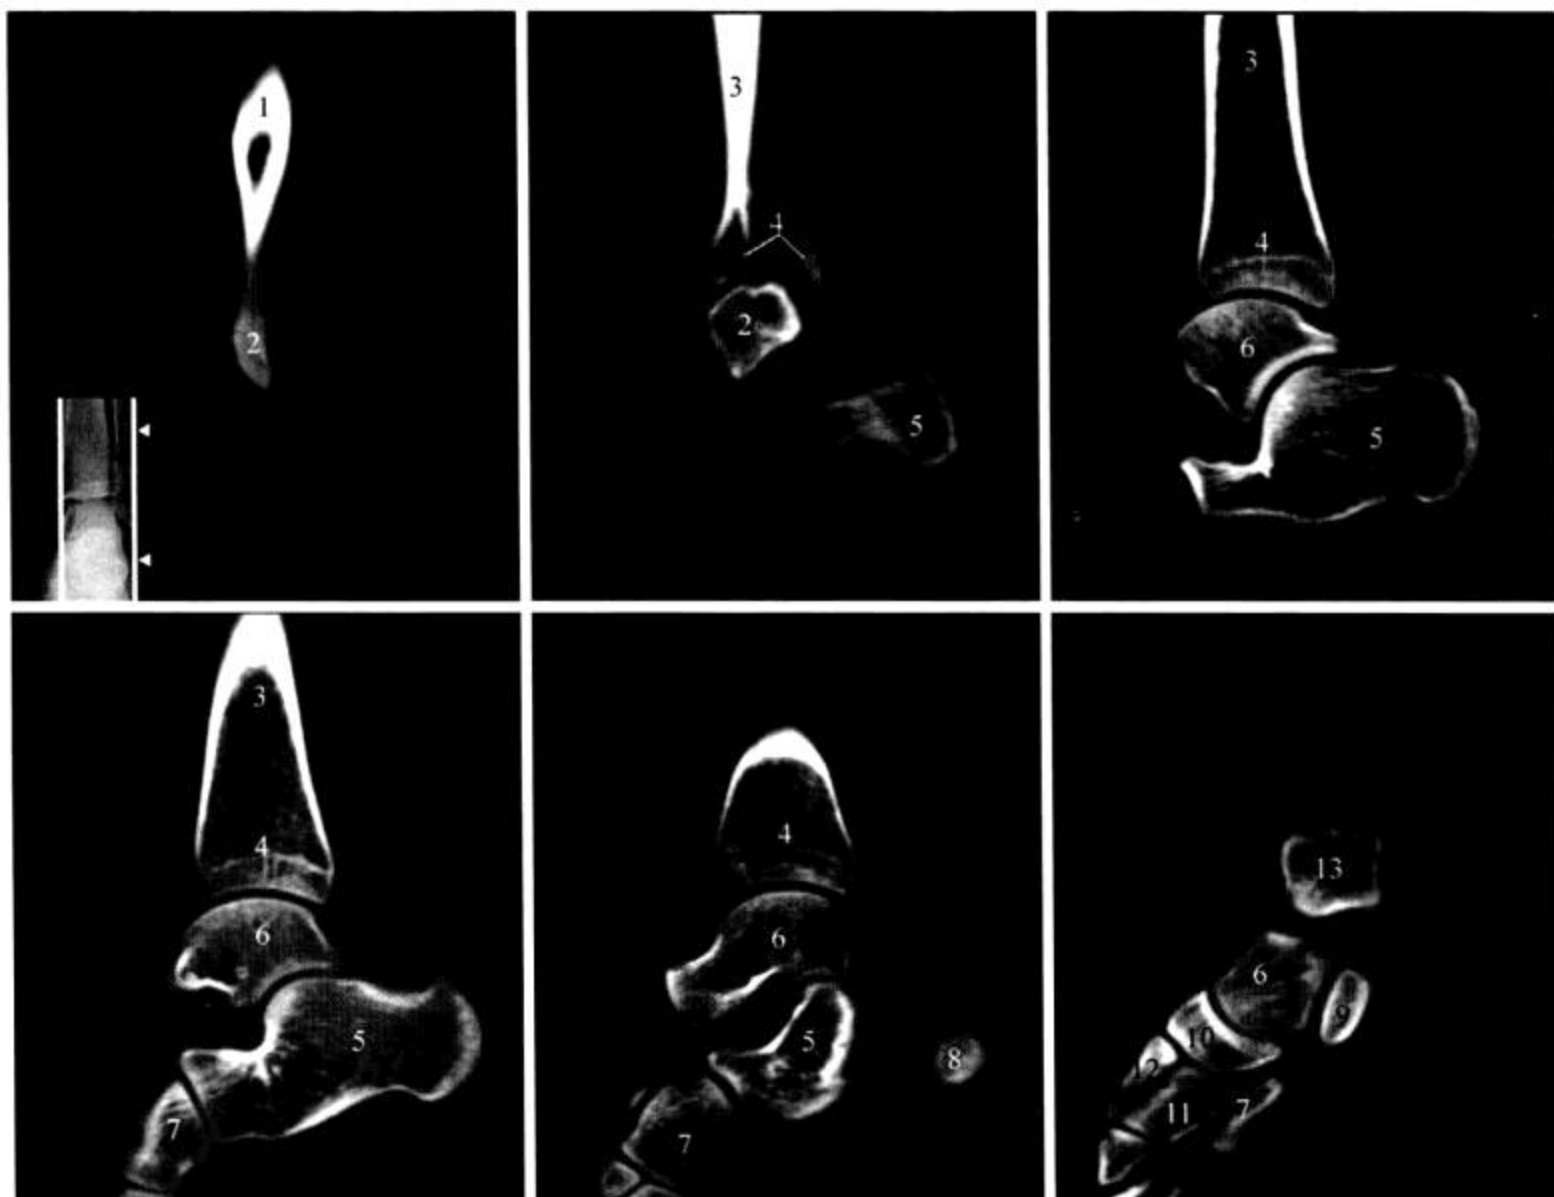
踝关节 CT 矢状面 MPR 重建
